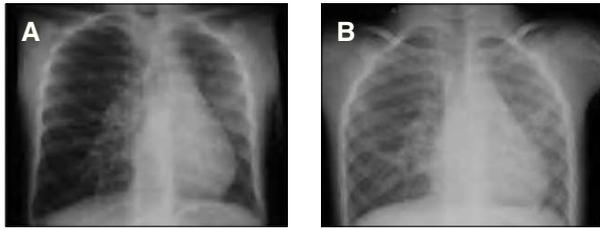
Radiografías de tórax en inspiración (A) y espiración (B), que muestran aumento de densidad y disminución de volumen de hemitórax izquierdo, con disminución de tamaño de arteria pulmonar izquierda y ausencia de atrapamiento aéreo.
